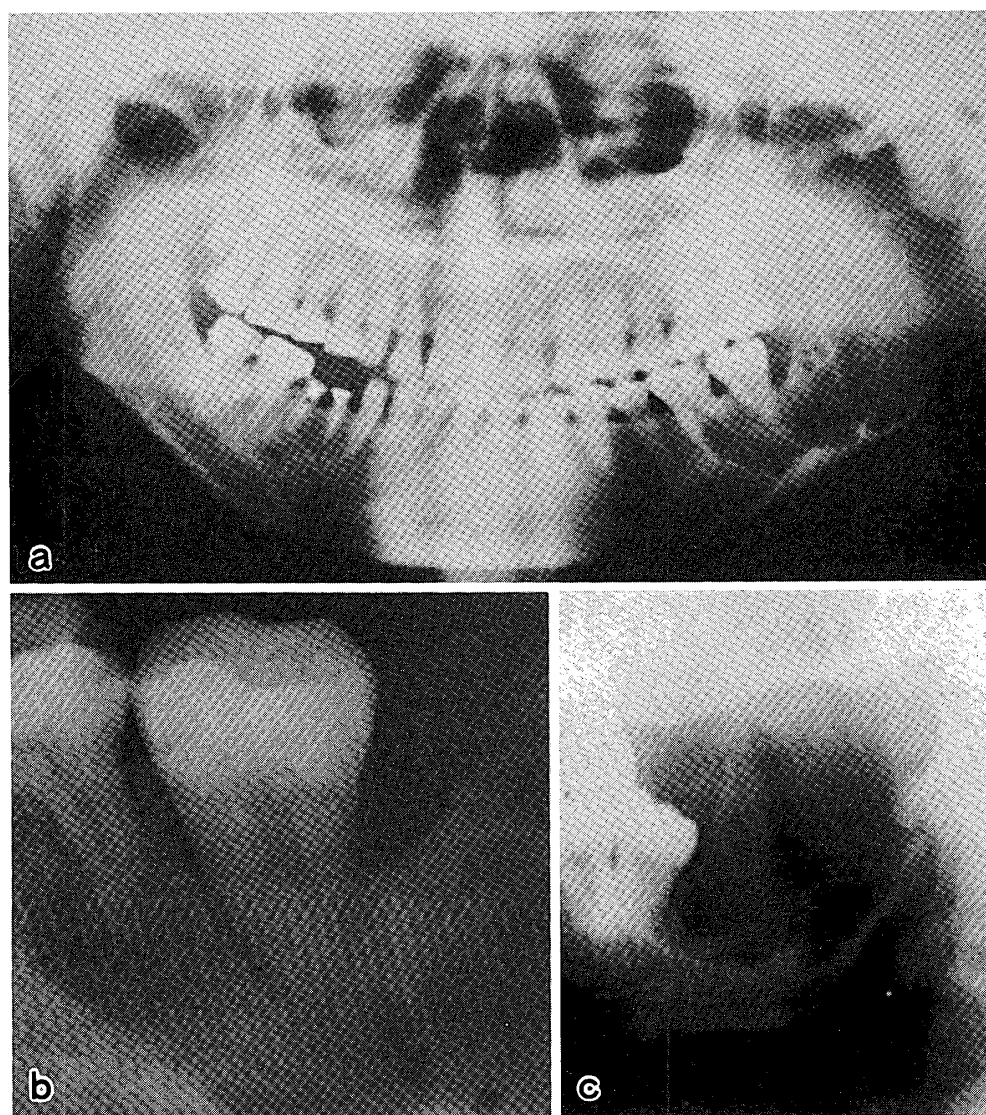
下顎の大白歯部から下顎枝にかけて発生したエナメル上皮腫の1例（a：パノラマX線像，b：歯科用X線像，c：側斜位像）
